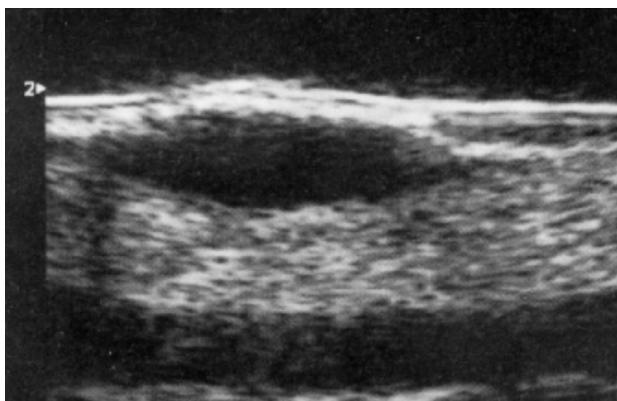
Grossolano melanoma. La valutazione ecografica mostra una neofor-mazione omogeneamente ipoecogena a margini netti.
